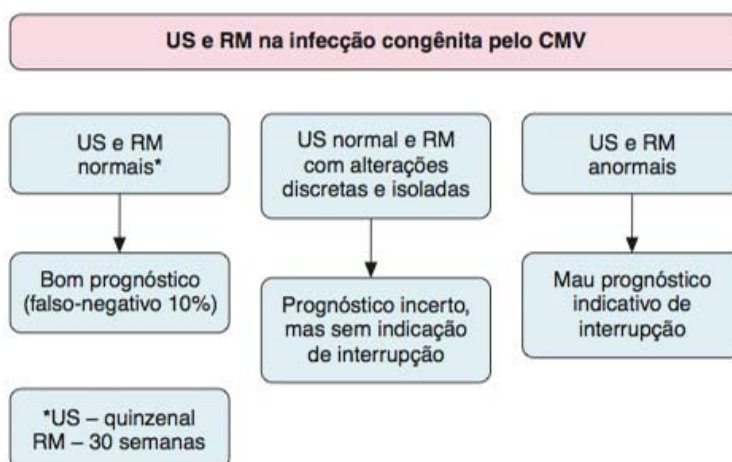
• Valor da ultrassonografia (US) e da ressonância magnética (RM) no prognóstico da infecção congênita primária pelo CMV. (Segundo dados de Lipitz *et al.*, 2010.)
